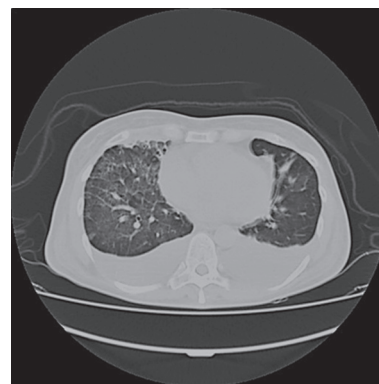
МСКТ легких 26.06.17
